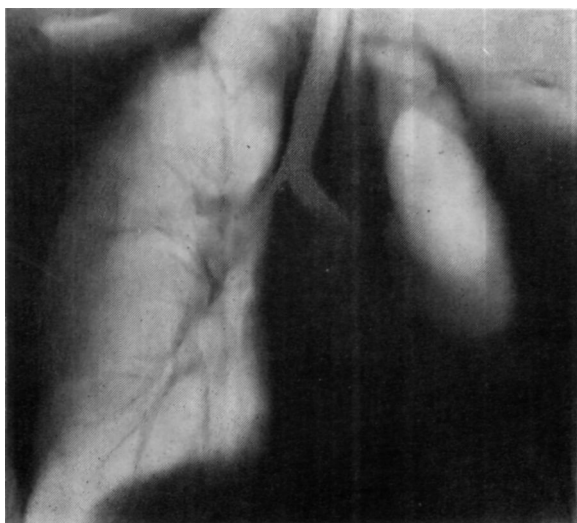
Томограмма больной Л., сделанная через корень легкого (9 см) до операции трансперикардиальной окклюзии фистулы левого главного бронха.
